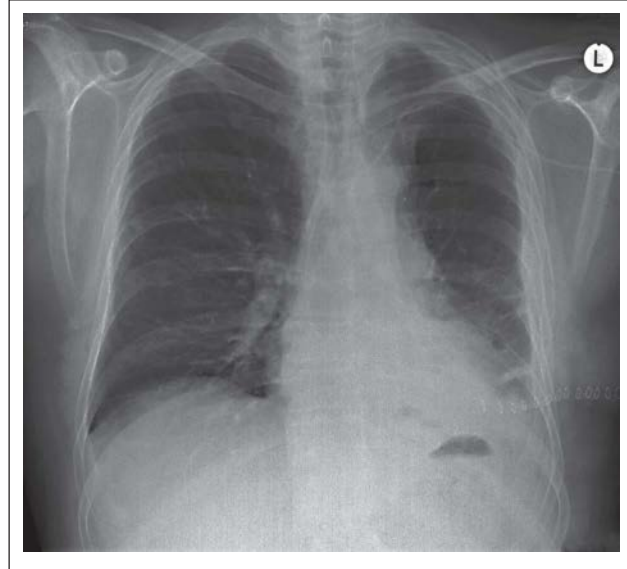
Postoperatives Thoraxröntgen (7. po) vor Entlassung.
